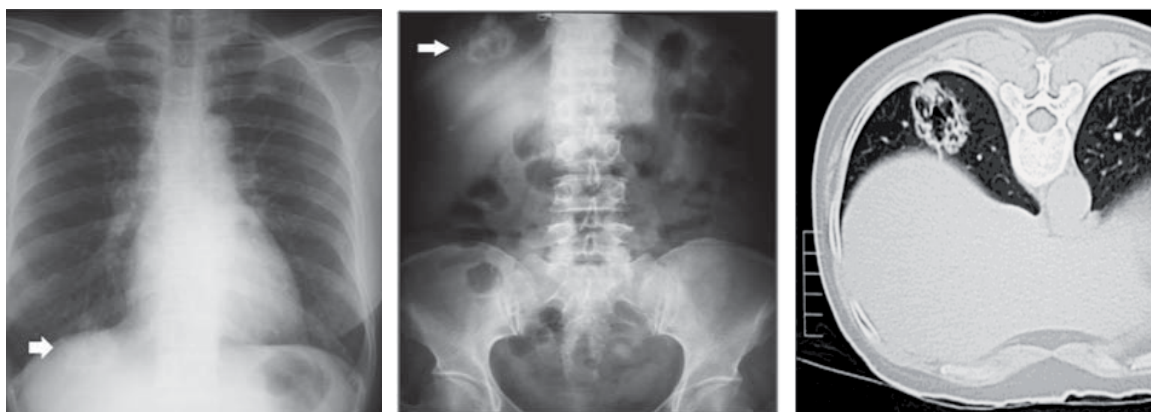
a, b, c: BAC – solitary mass pattern. Fig 2a, Chest film PA upright of a 56 – year – old woman shows an irregular mass with cavities at the right lung base, which is more clearly seen on the plain abdomen (Fig 2b). Chest CT (Fig 2c) demonstrates a cavitary mass with bubble radiolucencies of pseudocavity and presence of pleural tail at its anterior and posterior aspect.
